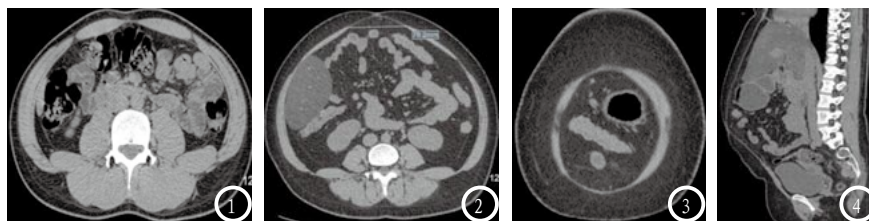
双侧腹直肌正常CT表现。图2-3 腹直肌分离: 前腹壁皮下脂肪层稍变薄, 腹白线明显增宽, 双侧腹直肌对称、分离, 双侧腹直肌前鞘变薄, 向两侧分离, 腹直肌于腹中线处联系完整, 腹直肌稍显拉长、变薄。图4 矢状位显示脐水平前腹壁局部前突。
